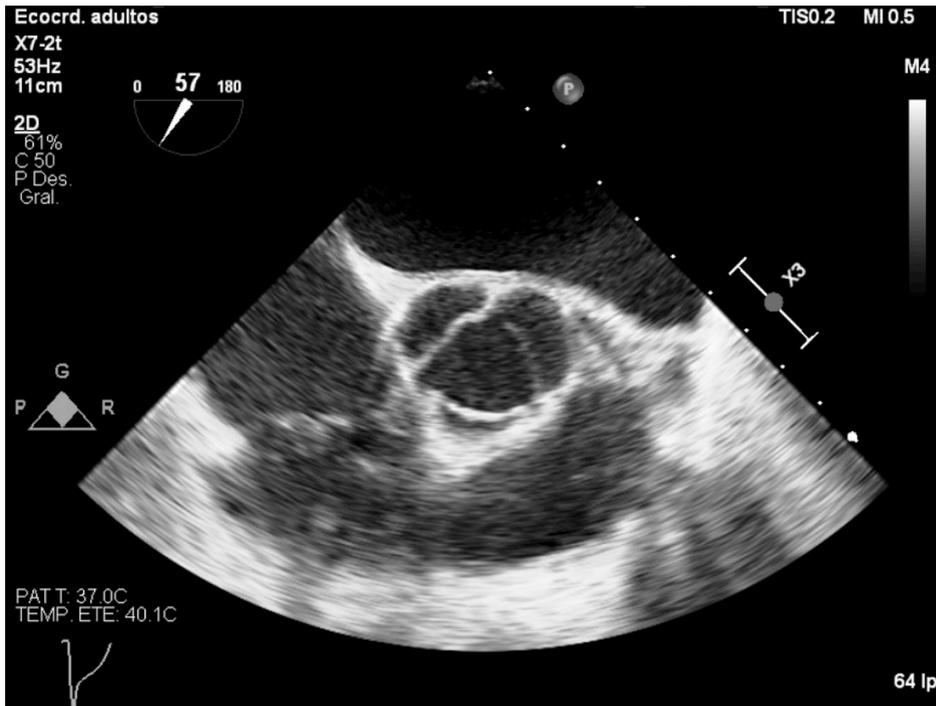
Ecocardiograma transesofágico, eje corto grandes vasos, muestra una válvula aórtica de tres velos, finos, sin limitación en su apertura
